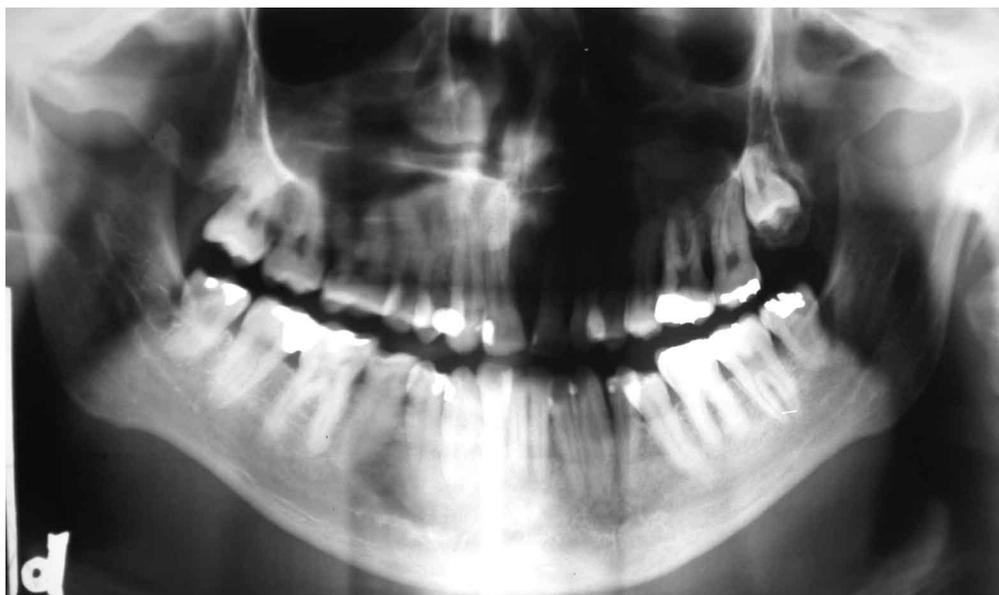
Radiografia panorâmica inicial mostrando dentes em bom estado geral.
